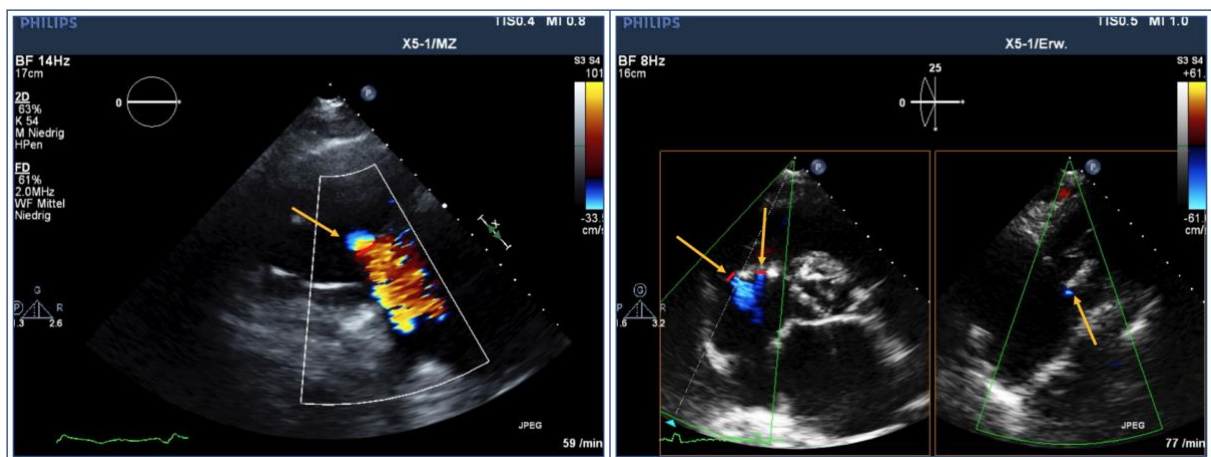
Echokardiographie VC in der zweiten Ebene.
